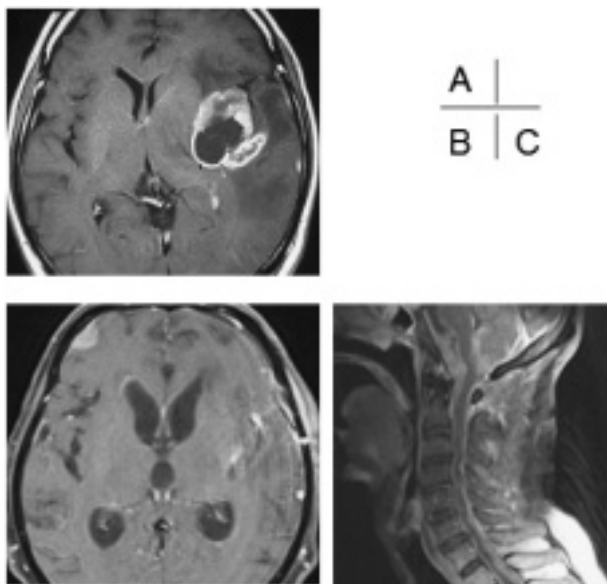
頭部MRI造影T1強調画像 (A: 初回手術前, B, C: 髄腔内播種診断時)
